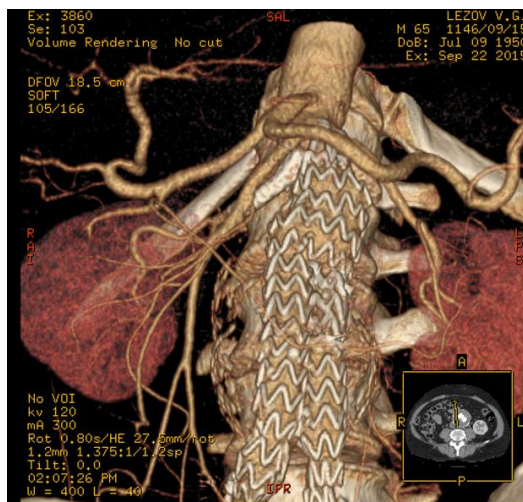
Результати МСКТ на 7-у добу після ЕЕІВА за методикою «Chimney».
